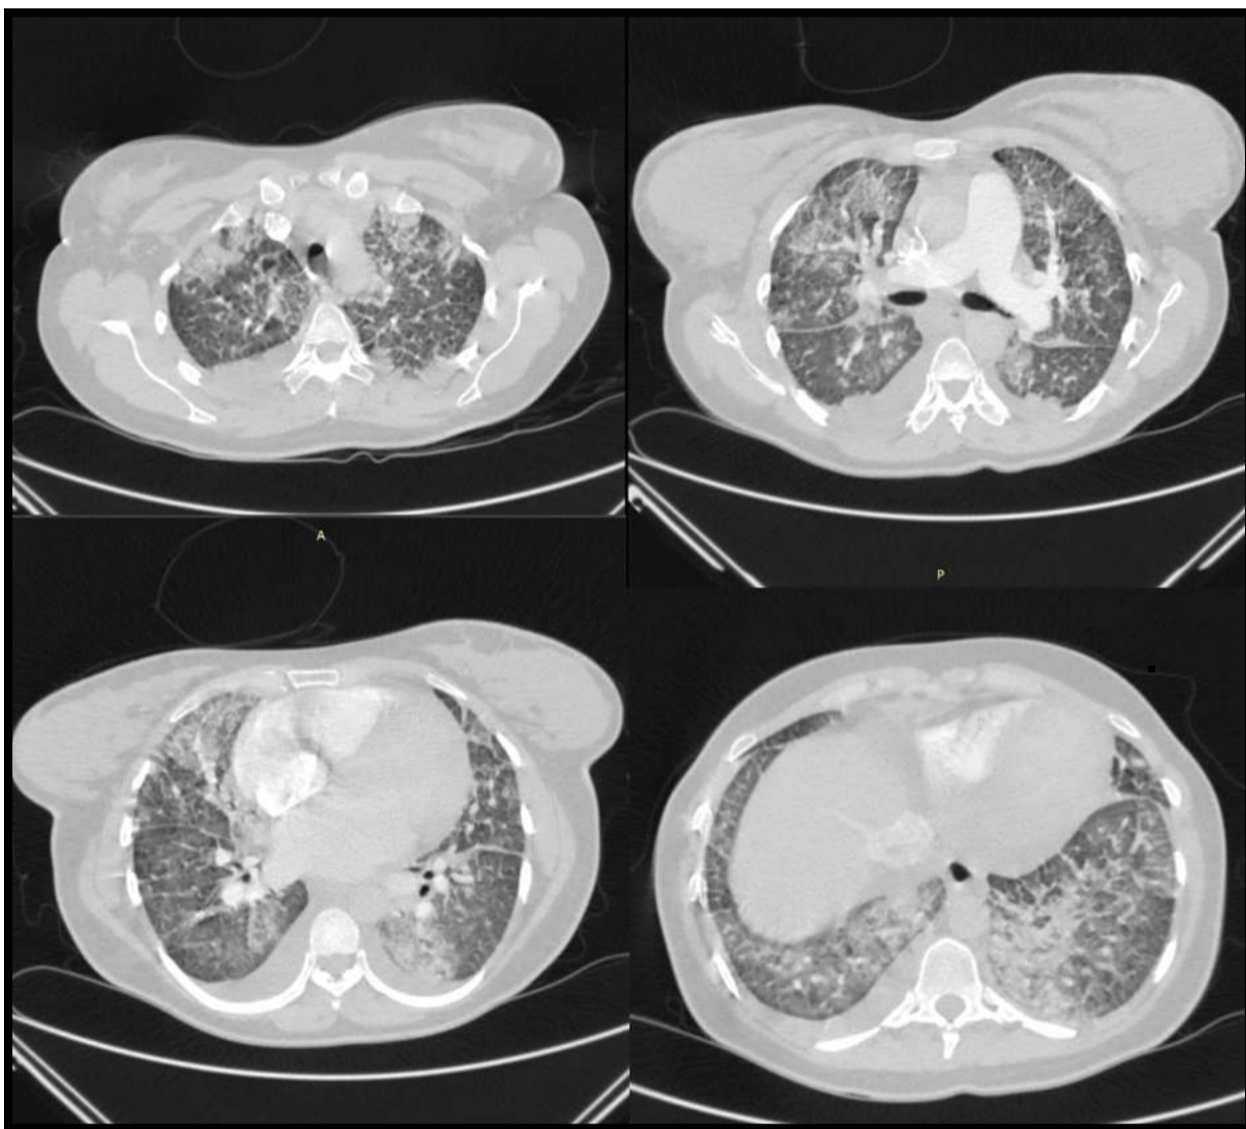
Tomografía de tórax en ventana pulmonar.
